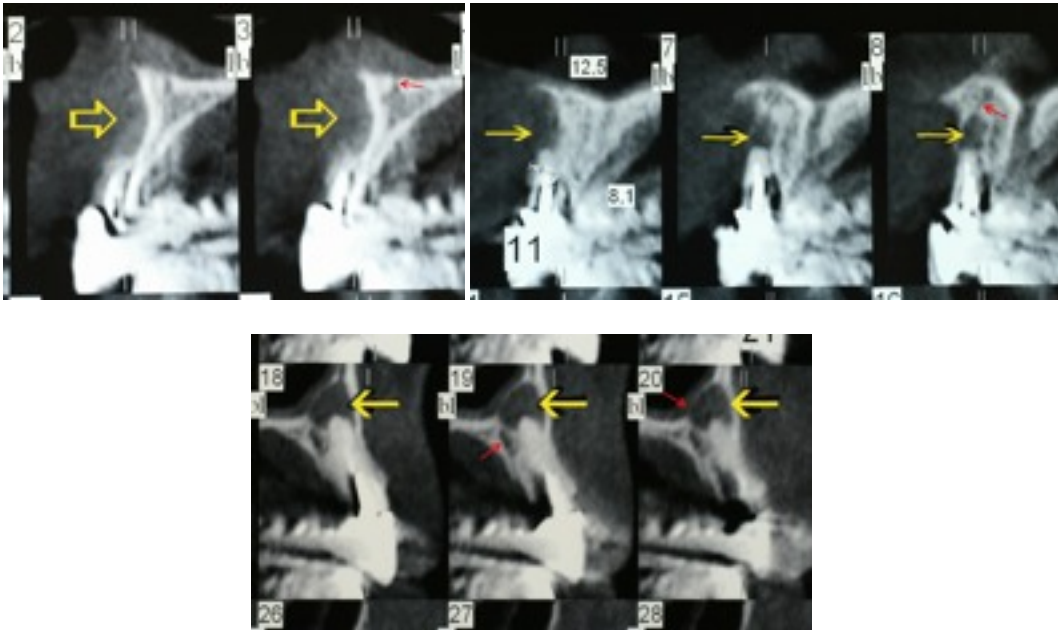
Visione radiografica iniziale
